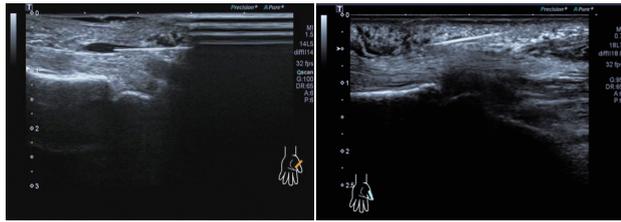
超声引导下液压松解 图5 超声引导下针刀松解A1滑车
